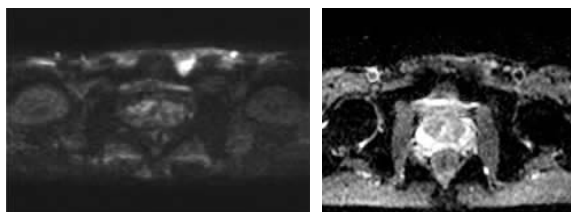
低中危 PCa 患者 DWI+ADC 图
